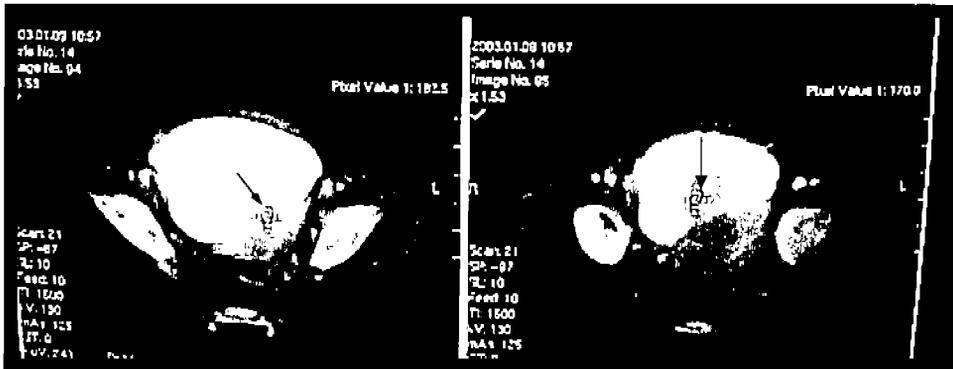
Rabdomiosarcoma de Próstata. Secuencia de cortes por TC contrastada a nivel pélvico hechos a un masculino de 2 años de edad con disuria, hematuria y obstrucción de la vía urinaria, nótese la presencia de tumoración sólida que ejerce efecto de volumen, infiltrando el piso y la pared posterior de la vejiga, en un caso de subtipo Botrioides de origen prostático.
